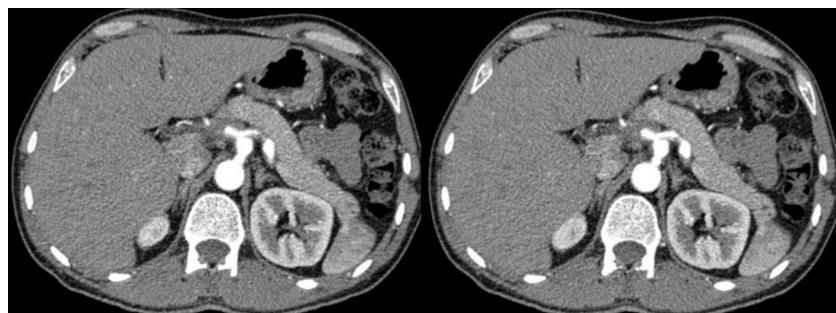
Angio-TC al año, dilatación fusiforme del tronco celíaco y disección de la arteria esplénica sin cambios significativos respecto a estudios previos. Dilatación en origen de arteria hepática con obstrucción completa y rellenándose distalmente por colaterales.
